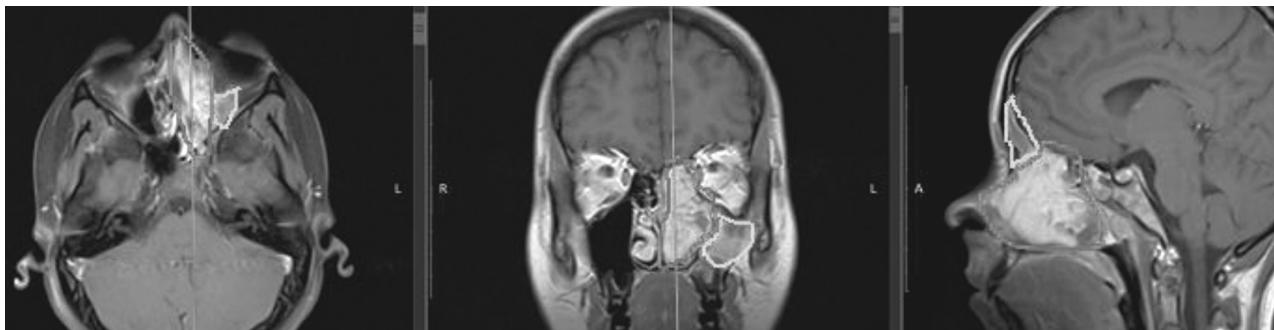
Снимки МРТ-исследования с контрастированием в трех проекциях (красным цветом выделено новообразование на снимках, желтым цветом – гемосинус)
